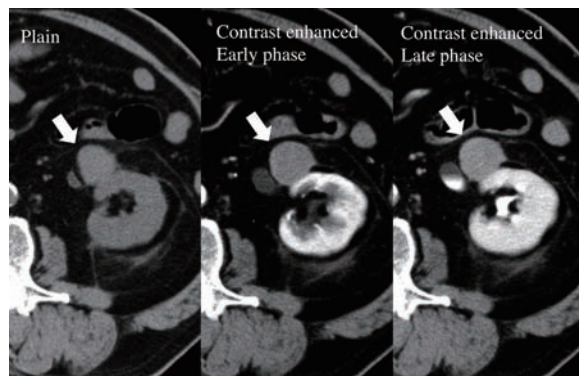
Enhanced abdominal computed tomography findings. These images were taken by (1a): plain CT, (1b): contrast enhanced CT in early phase, (1c): contrast enhanced CT in late phase. Comparing Hounsfield units (HUs) of the mass is (1a): 50 HU, (1b): 70 HU, (1c): 90 HU.
